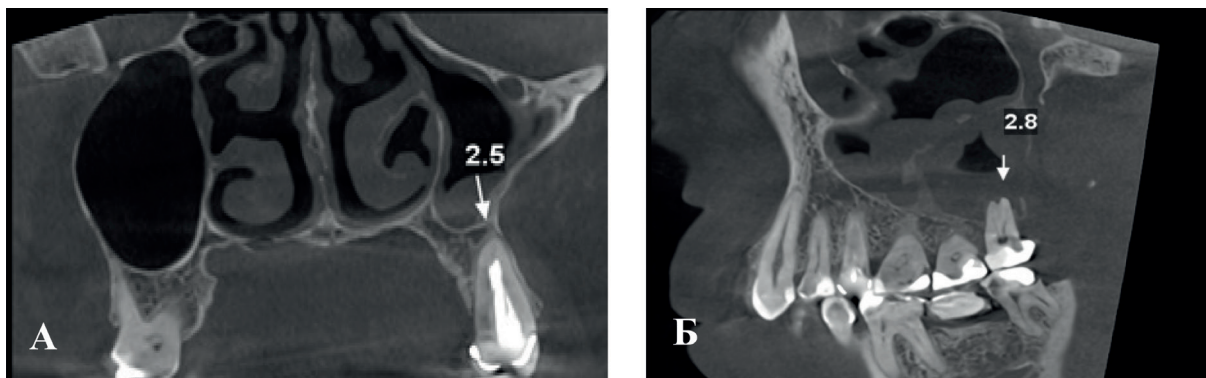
ХВЧС смешанного генеза. КЛКТ пациента А. 1968 г.р. фронтальный (А) и сагиттальный (Б) срезы через год после хирургического лечения. Диагноз: хронический левосторонний верхнечелюстной синусит. Хр. апикальный периодонтит. Рентгенологические признаки: единичные очаги пристеночных затемнений, апикальный периодонтит 2.8 зуба
